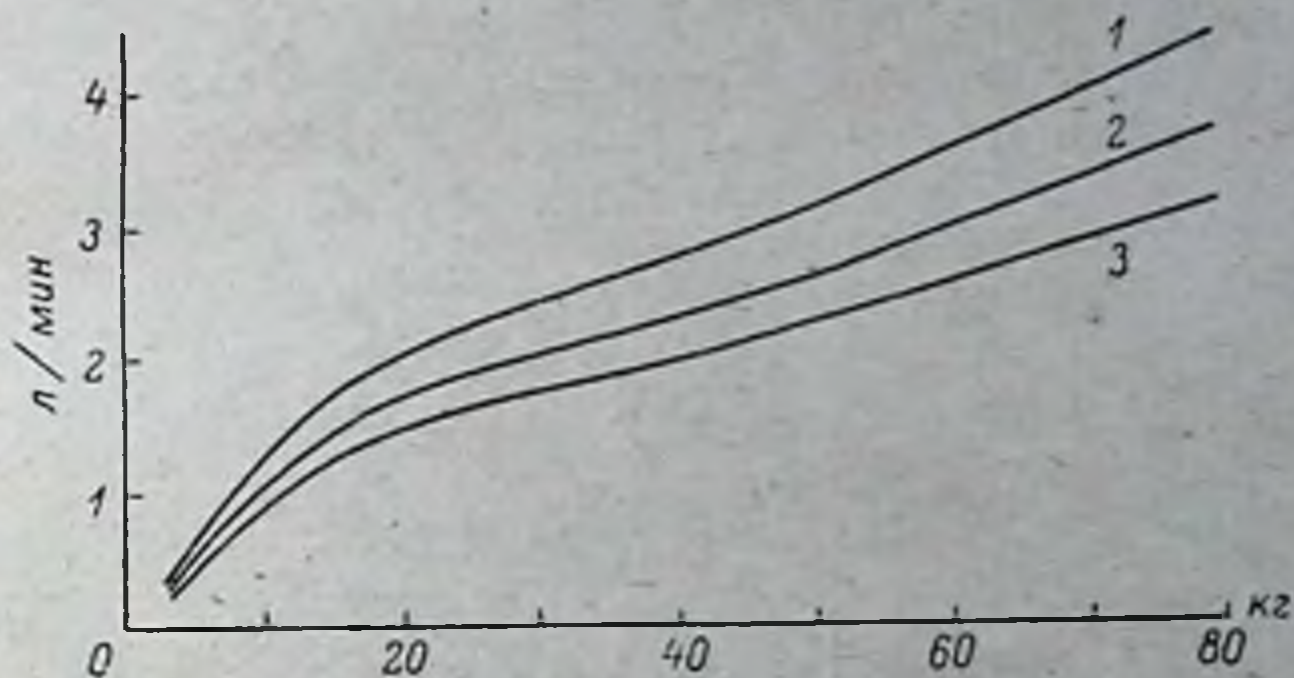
Номограмма объемных скоростей перфузий (по оси ординат) в зависимости от веса тела и концентрации гемоглобина (по: Clark, 1960).
